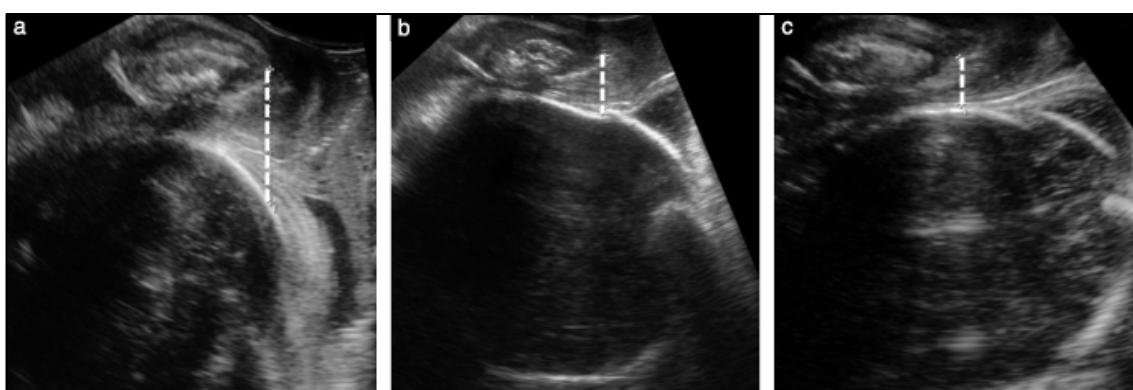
Distancia sínfisis cabeza (HSD). Tomado de: Borrero González C. *Ecografía translabial intraparto como predictor de la dificultad en la instrumentación con vacuum*. Tesis Doctoral. Sevilla: Departamento de cirugía, Universidad de Sevilla; 2014.
